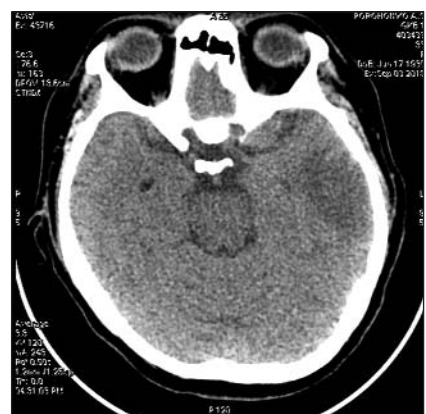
МСКТ больной П. Очаг инфаркта в левой височной доле
